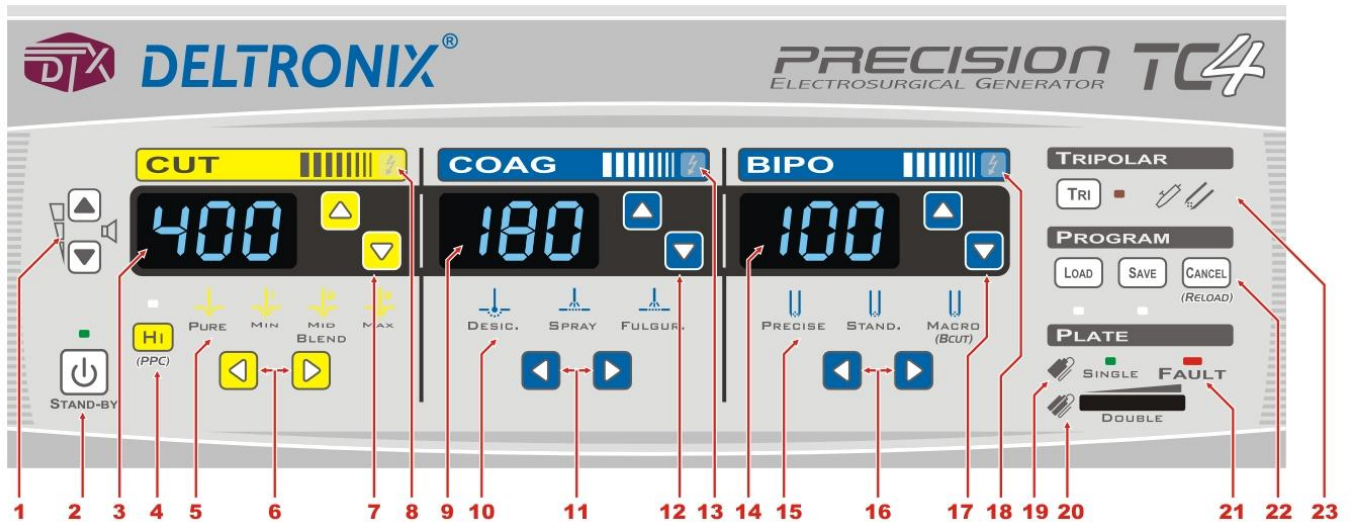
IMAGEM FRONTAL DO BISTURI ELETRÔNICO PRECISION TC4
